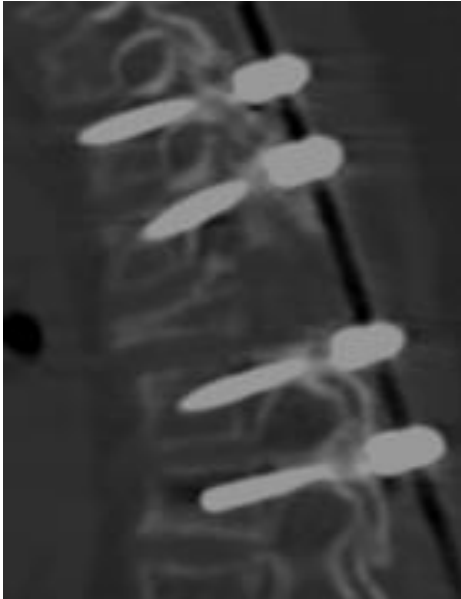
Tomografía Axial en corte sagital con presencia de tornillos pediculares en niveles T2-T3 y T5-T6 con puenteo de T4
